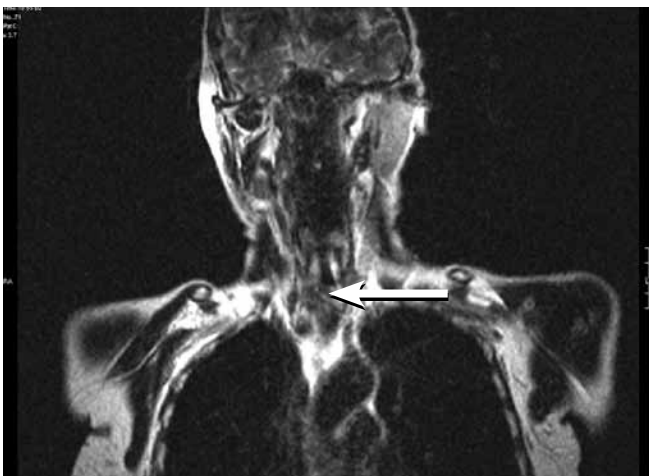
Больная И. КТ опухоли щитовидной железы с вращением в трахею
